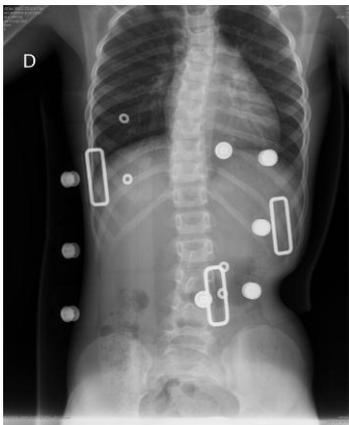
Paciente anterior tratado por el Dr. Ventura mediante corsé de Providence. Se observa la rectificación de la deformidad mediante ésta radiografía.
